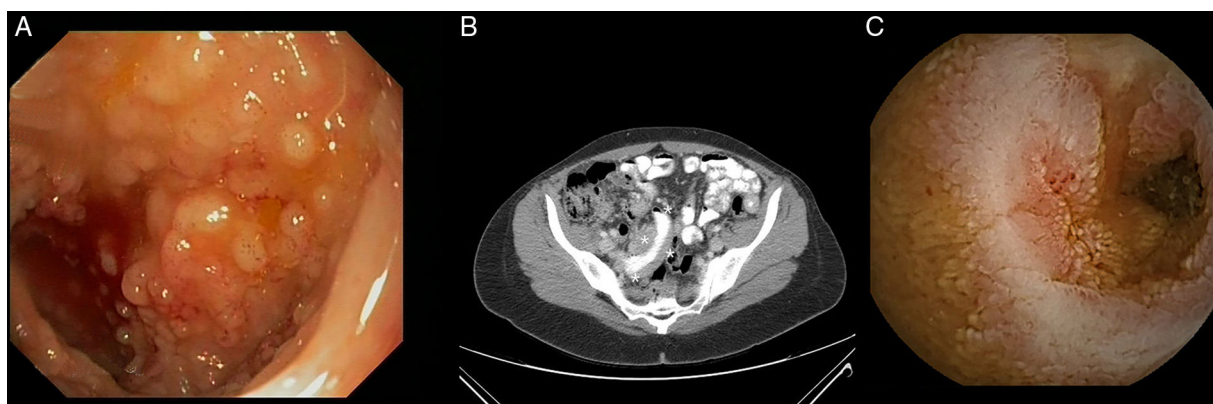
A) Lesiones polipoides en íleon terminal, con (B) engrosamiento mural del íleon en la TAC. (C) Estenosis ileal ulcerada e infranqueable durante la enteroscopia con cápsula.
